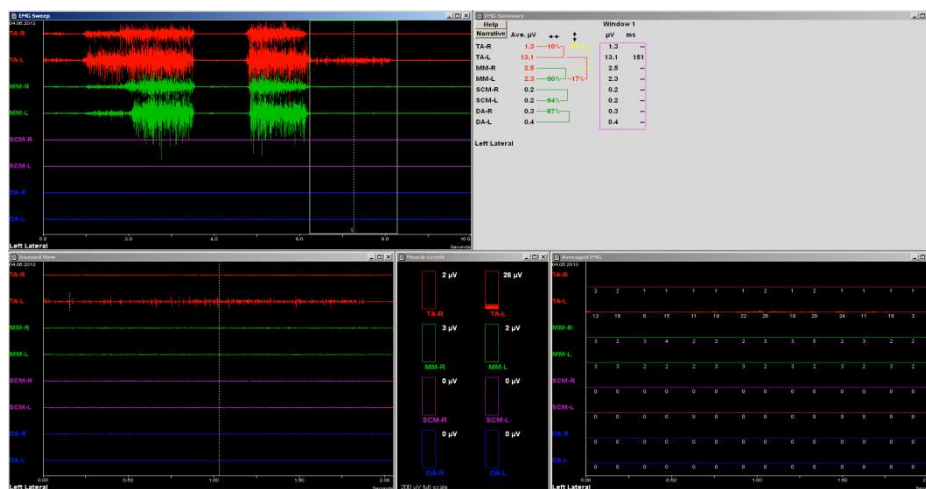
Электромиограмма при выполнении пациентом латеротрузионных движениях влево
